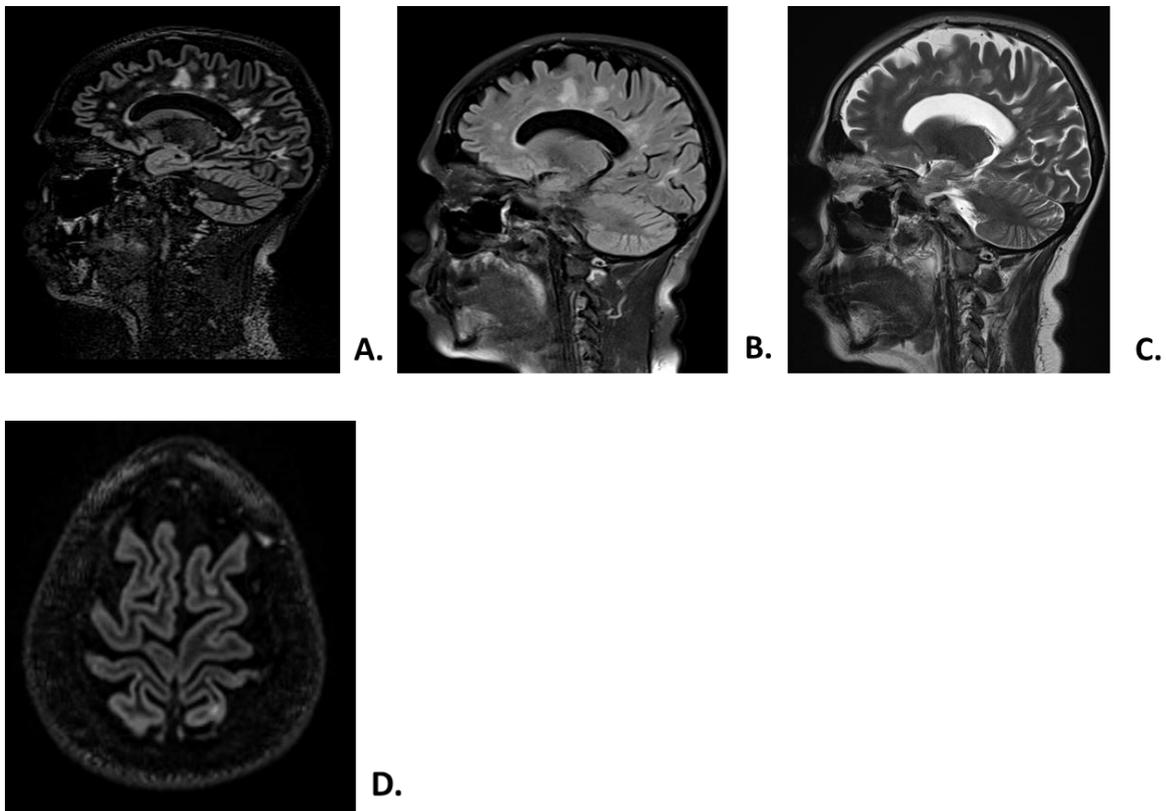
Resonancia magnética de encéfalo. Paciente femenino de 52 años de edad con patología de esclerosis múltiple en donde se observan lesiones desmielinizantes yuxtacorticales, periventriculares e infratentoriales. A secuencia DIR\_ space\_iso en plano sagital. B secuencia T2\_tse\_dark-fluid en plano sagital. C secuencia T2 tse en plano sagital.
